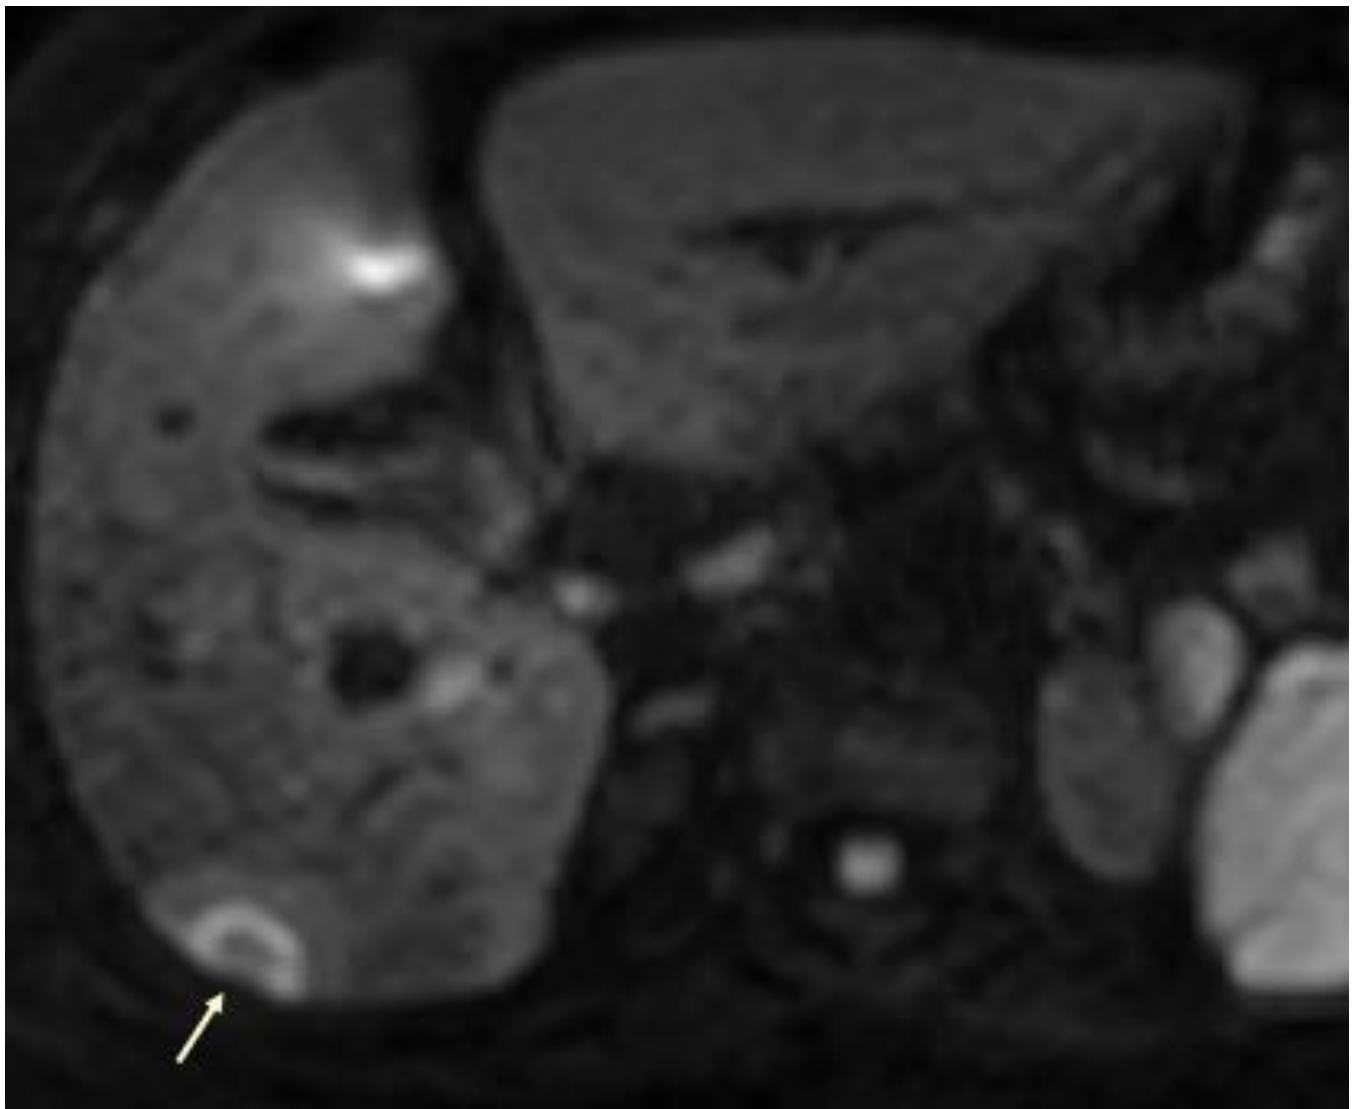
CC intrahepático de crecimiento expansivo (flecha). Imagen de RM difusión donde se observa lesión subcapsular en lóbulo hepático derecho, con signo de la diana, hallazgo que ayuda a diferenciar del CHC en pacientes cirróticos.
